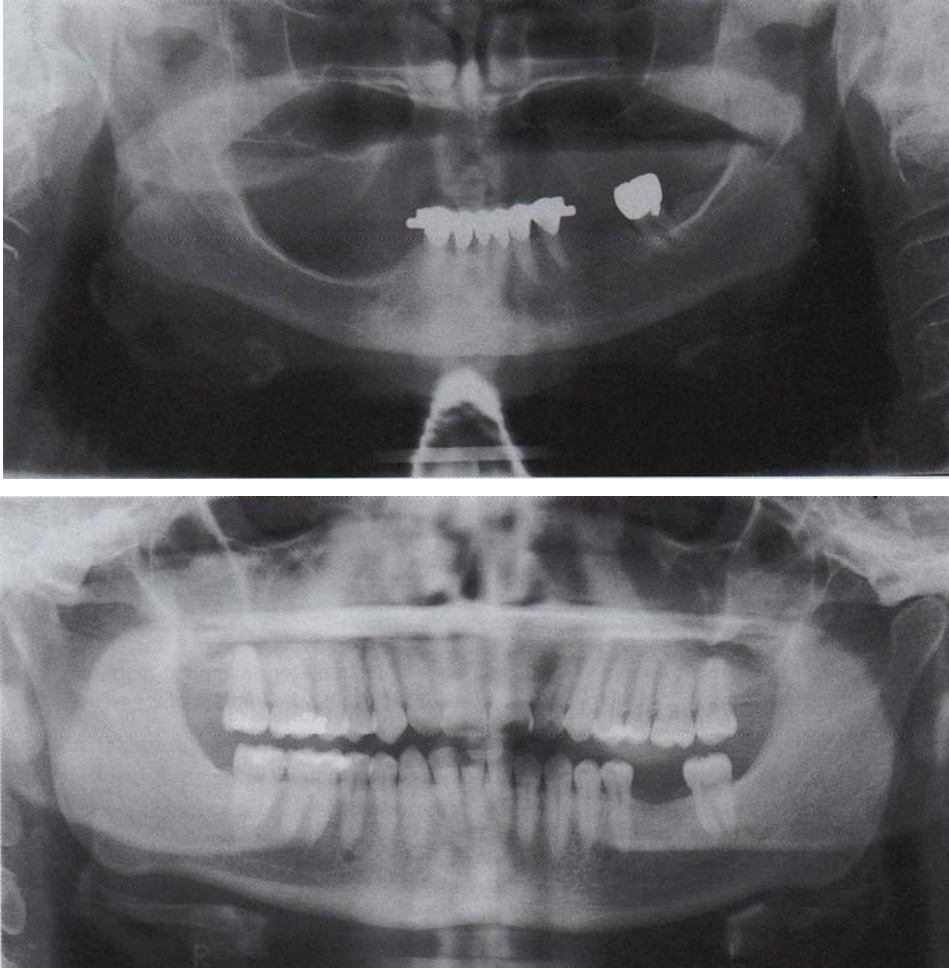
Exemples de radiographies panoramiques [GARG AK. ; 2010]
